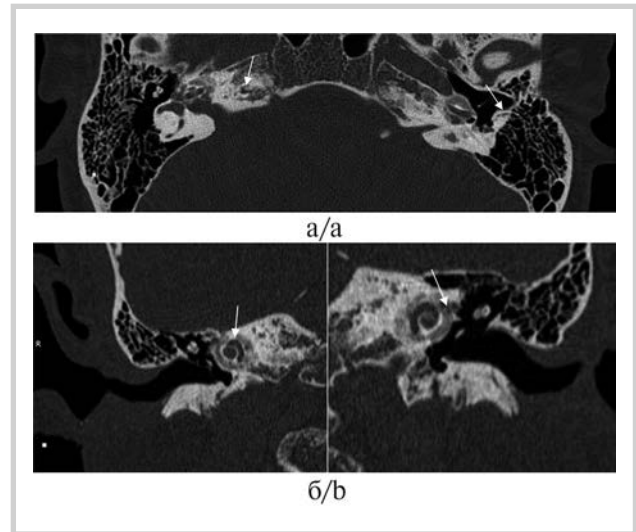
Данные компьютерной томографии височных костей у пациентов с несовершенным остеогенезом и потерей слуха. Отмечаются гипоинтенсивные очаги в капсуле улитки с участками повышенной метаболической активности височных костей у больного с несовершенным остеогенезом. а — аксиальная проекция; б — коронарные проекции. В области передиооконной щели определяется очаг отоспонгиоза плотностью +750 HU. В капсуле улитки перикохлеарно определяются массивные сливные очаги отоспонгиоза плотностью +600 — +700 HU, достигающие внутреннего слухового прохода.
